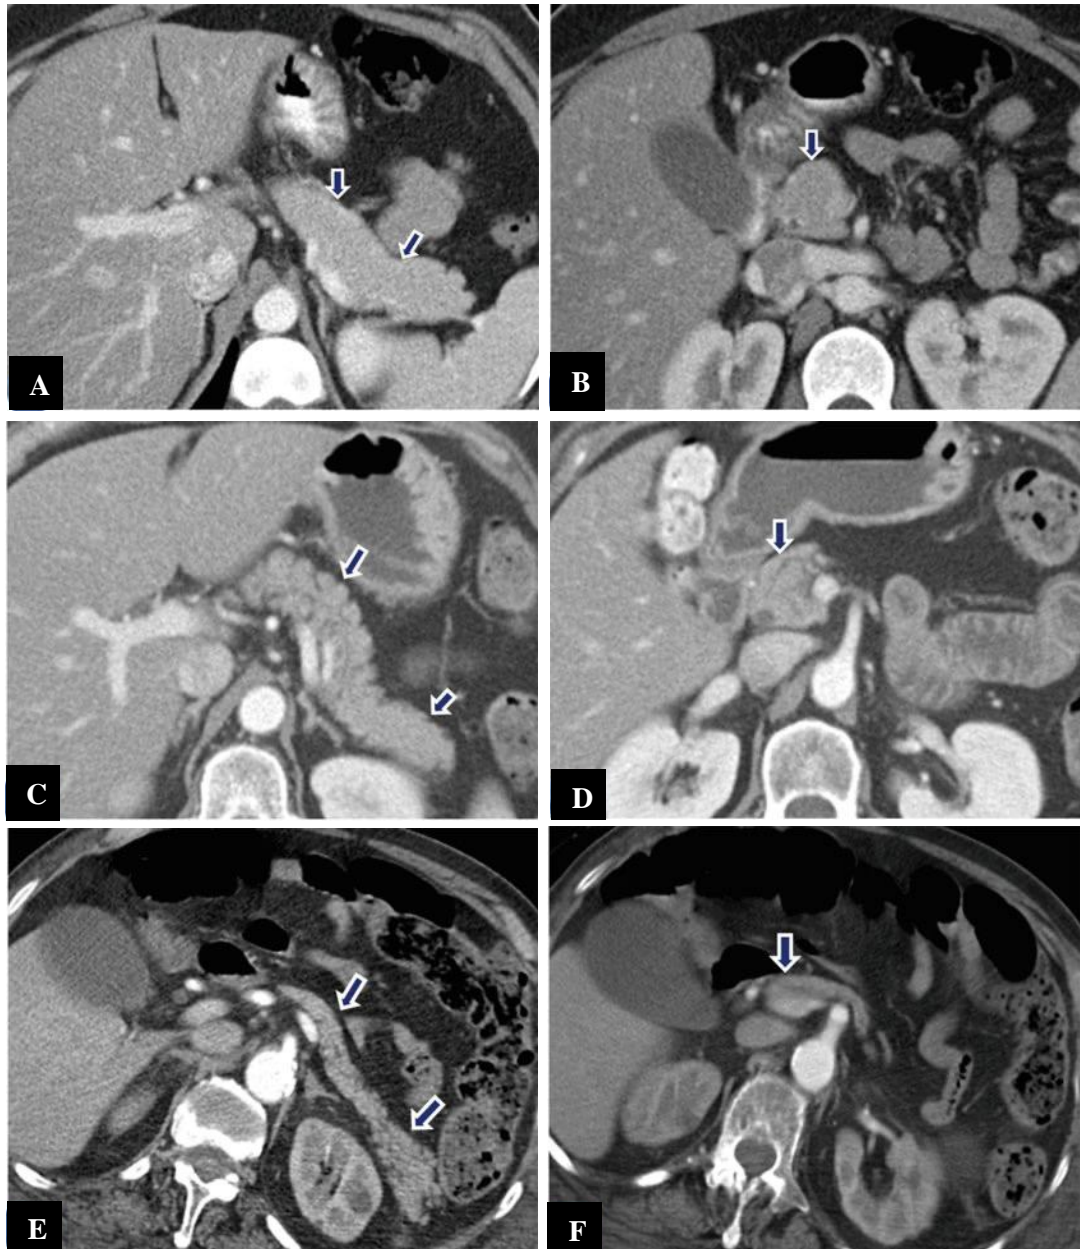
Images TDM axiales du pancréas normal aux différents âges. (A, B) Pancréas de densité homogène et des marges lisses (flèches) chez une femme de 30 ans. (C, D) Pancréas de densité hétérogène et des marges lobulées (flèches) chez une femme de 59 ans. (E, F) Pancréas atrophique avec une densité hétérogène et des marges légèrement lobulées (flèches) chez une femme de 86 ans (32).
